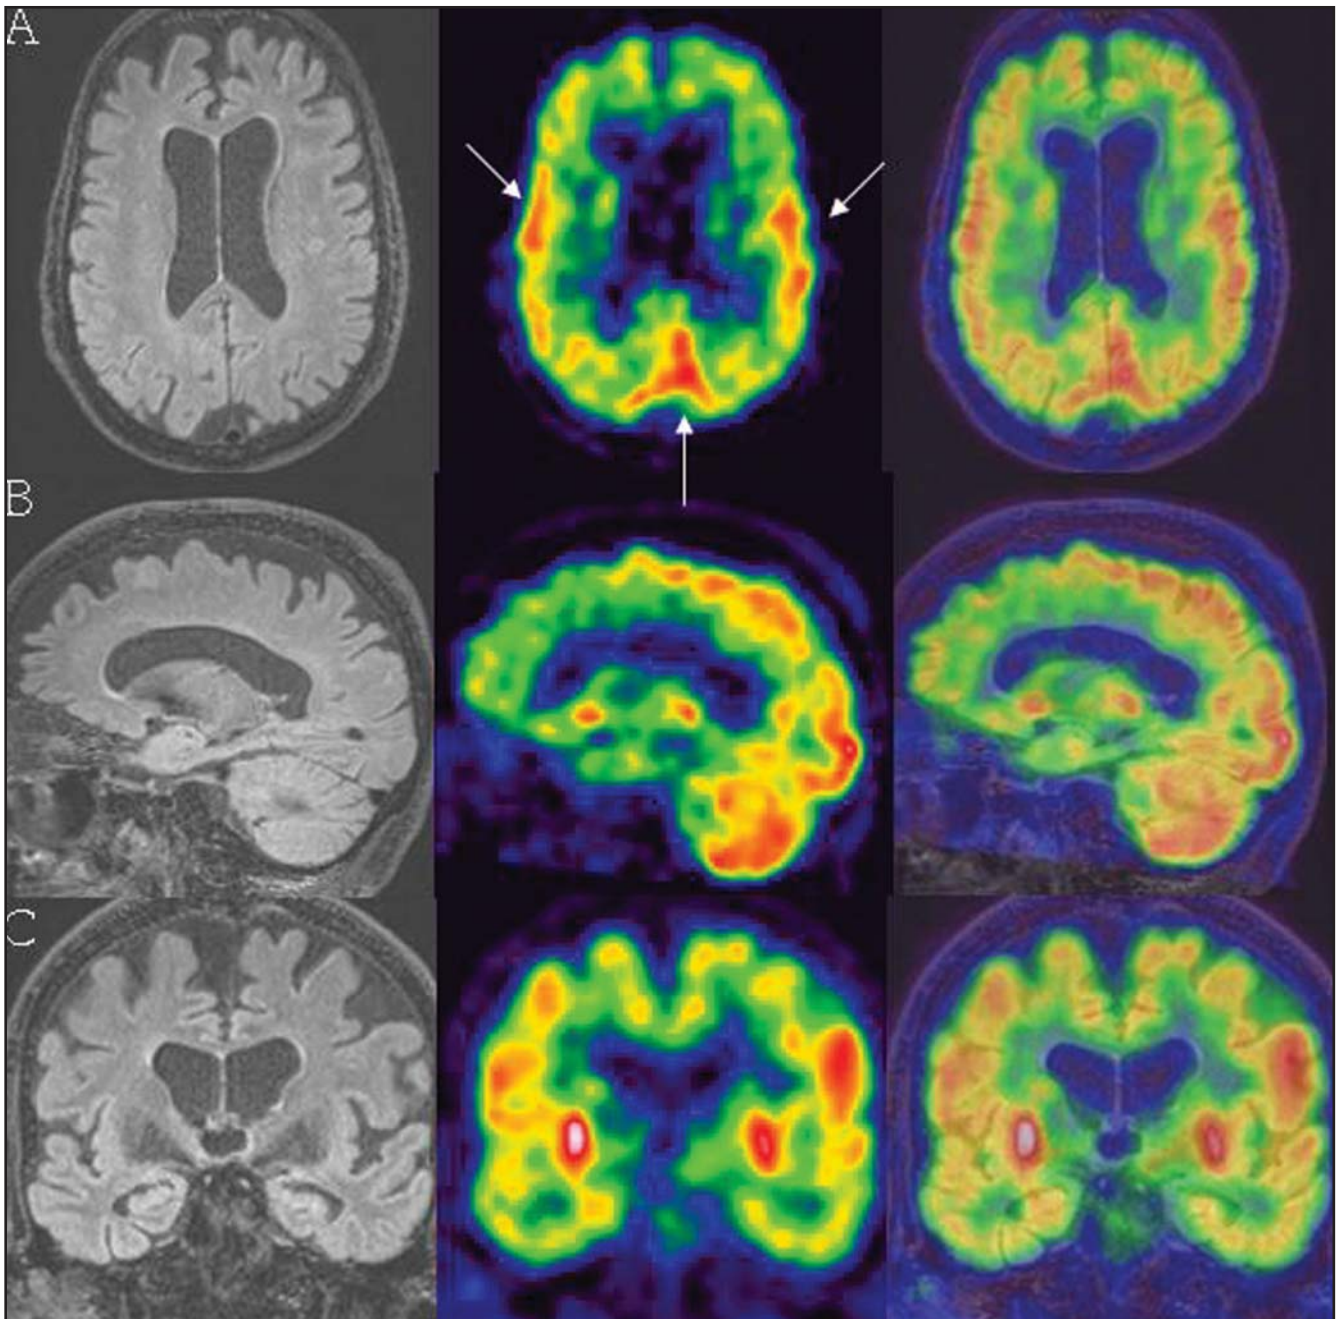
Paciente E.J.M., 68 anos de idade, com diagnóstico clínico de demência frontotemporal há quatro anos. Cortes axial (A), sagital (B) e coronal (C) de RM, PET e fusão PET-RM. Observa-se acentuado hipometabolismo, principalmente dos lobos frontais, seguido de forma menos acentuada, dos lobos parietais e temporais. Observar a preservação do metabolismo em córtex sensorio-motor e visual (setas). Há discrepância de achados entre o PET e a RM, esta última evidenciando dilatação dos ventrículos supratentoriais e sulcos mais evidentes.
